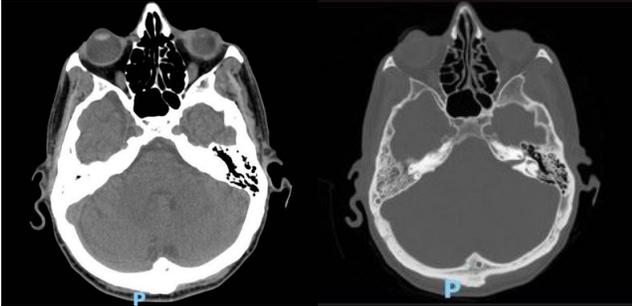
A e B. Tomografia Computadorizada de Mastoides – cortes axiais. Velamento de mastoides à direita.
